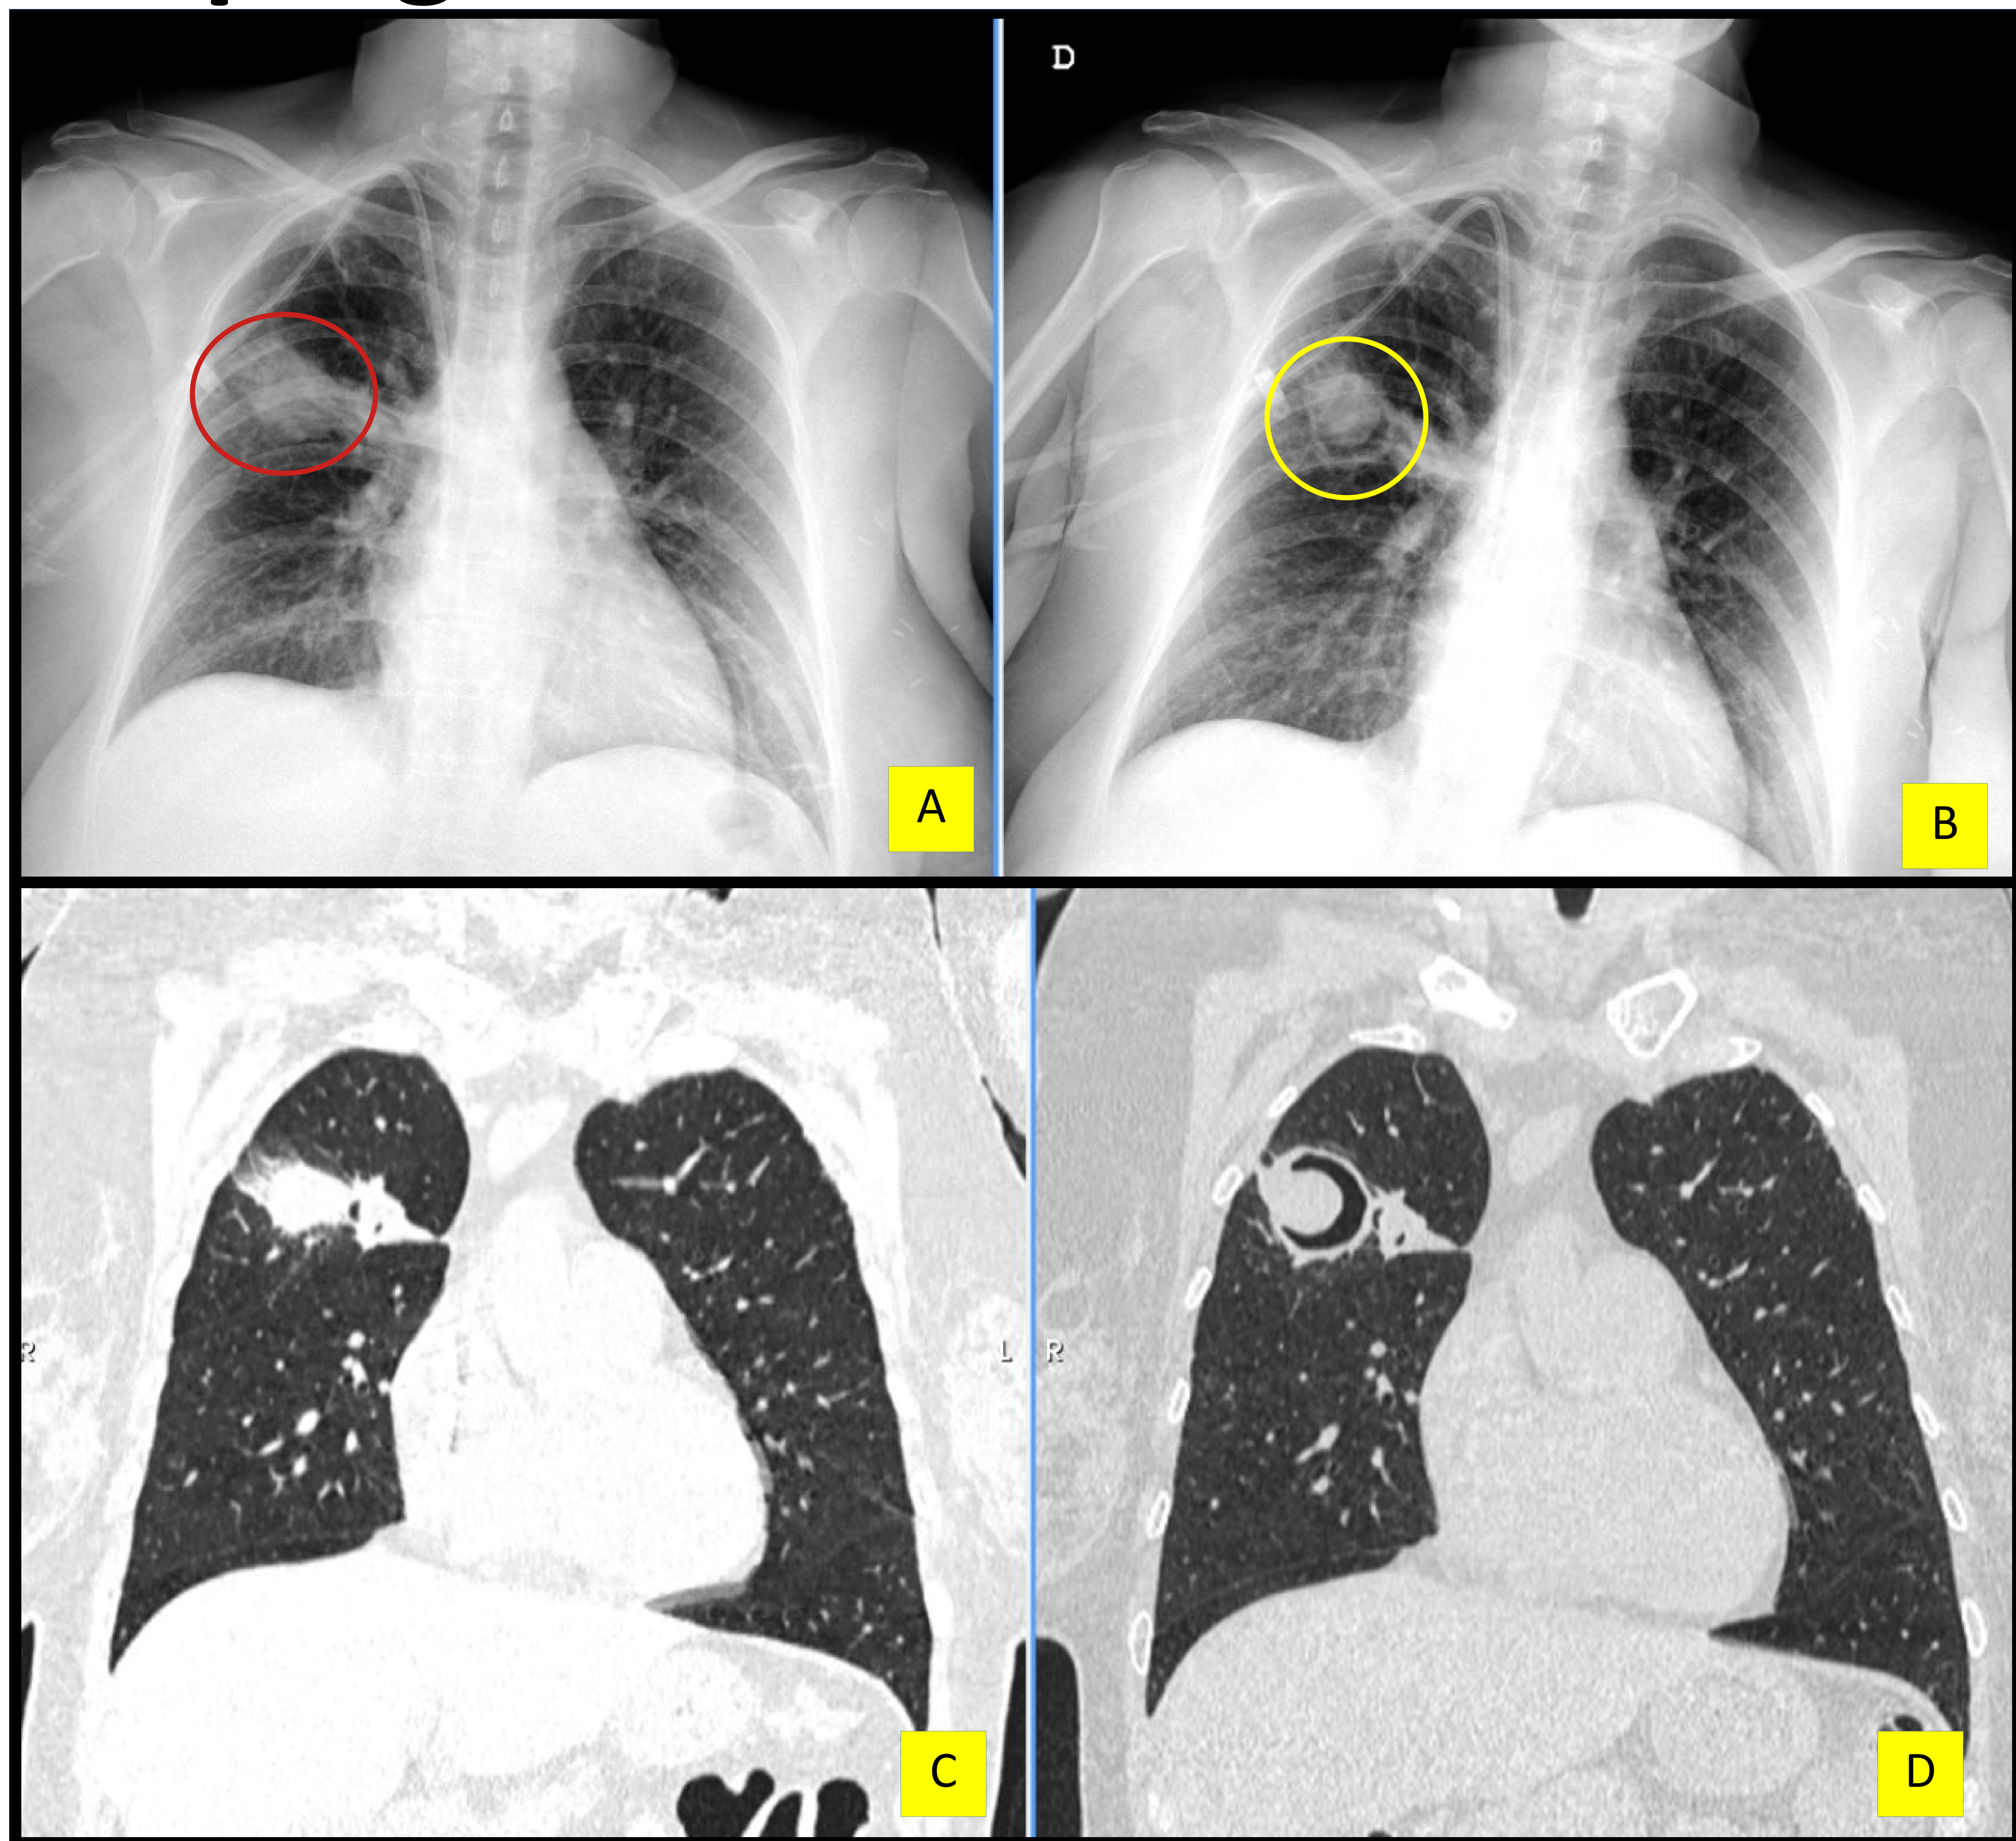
Aspergilosis angioinvasiva en paciente post alotrasplante de progenitores hematopoyéticos (aloTPH), por leucemia mielóide aguda (LMA). En la imagen A se observa radiografía de tórax donde se evidencia una consolidación tipo masa, en lóbulo superior derecho (círculo rojo), en la que se puede observar la evolución hacia la cavitación en la radiografía de tórax B, con el signo del aire creciente o signo de la semiluna (círculo amarillo). Se puede comparar con los hallazgos del TC torácico corte coronal.
